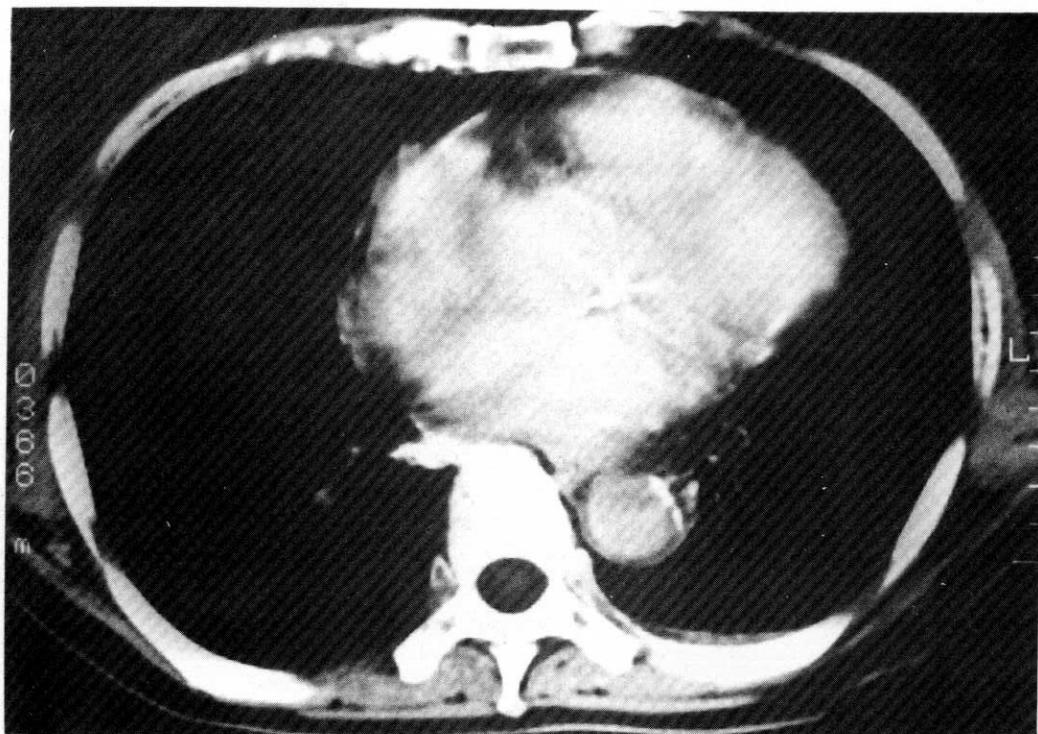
Chest CT scan of angiosarcoma revealed a low density mass lesion in right atrium with irregular margin and left pleural effusion.
